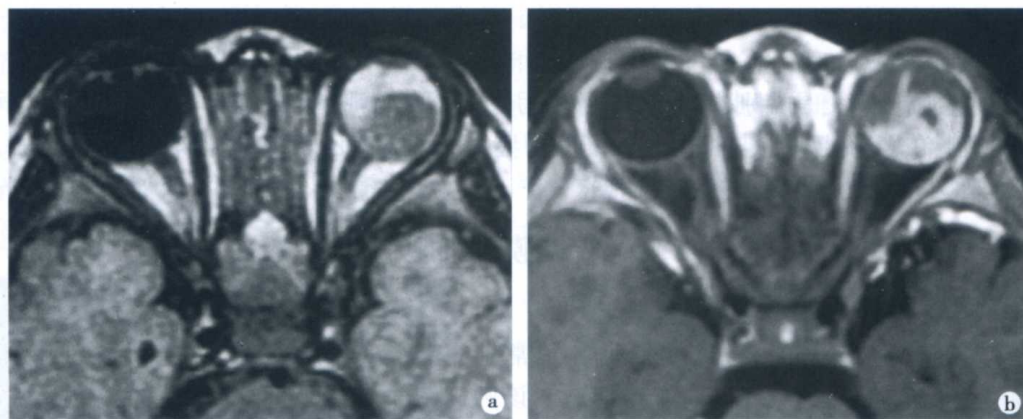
左视网膜母细胞瘤 MRI 表现
